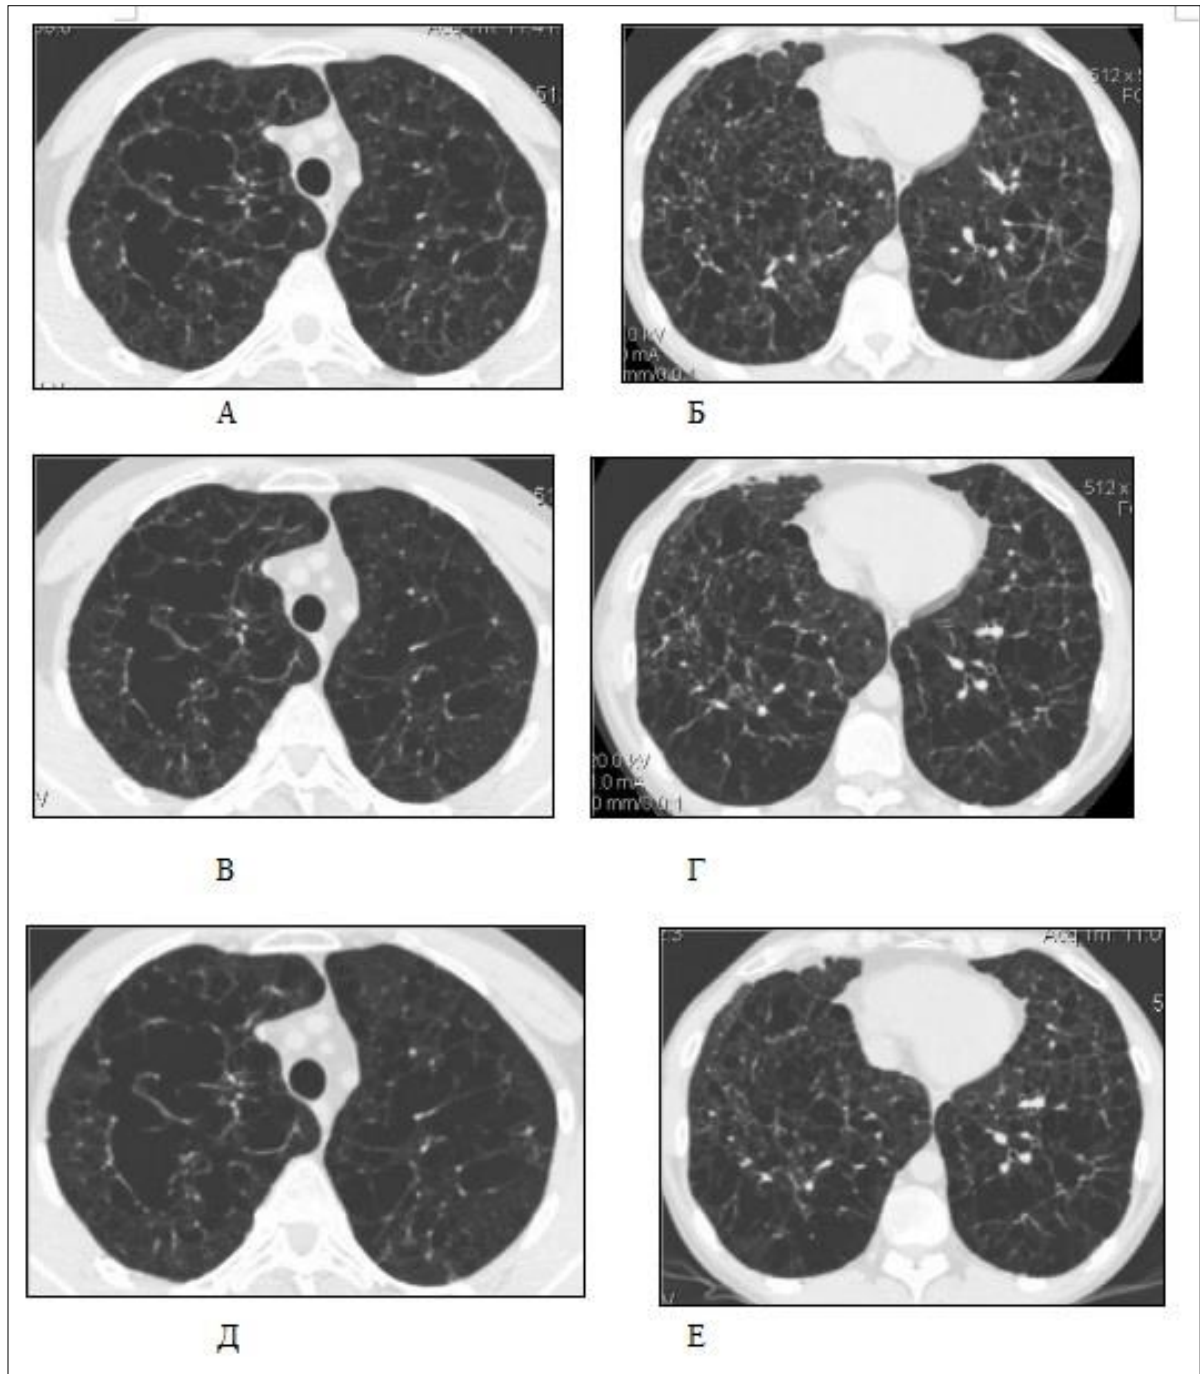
Больной С., 1983 года рождения. Компьютерные томограммы в 2011 (а, б), в 2012 (в, г) и в 2013 (д, е) годах. Выявляется выраженная кистозная перестройка легочной ткани захватывающая, в том числе и базальные отделы легких. Вместе с тем, дальнейшего прогрессирования процесса не наблюдается
